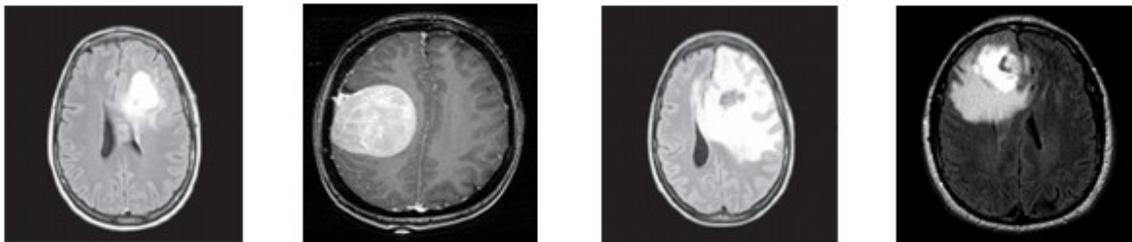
Quelques types de tumeurs des images IRM du cerveau pondérées en T1 et en T2
